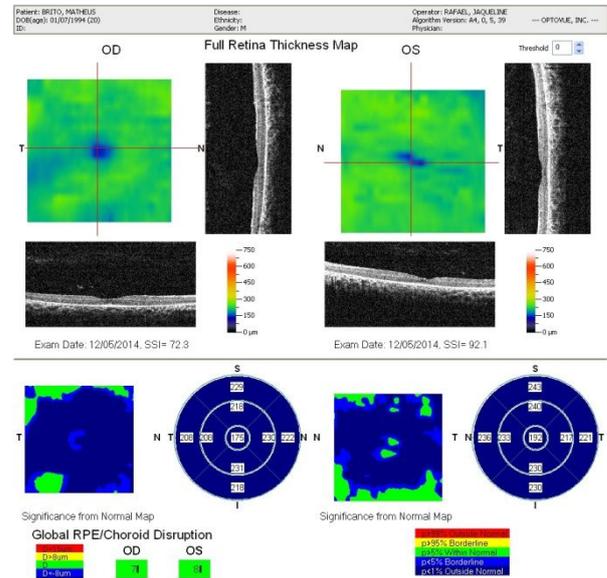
Tomografia de coerência óptica macular de ambos os olhos (OD à direita e OE à esquerda).
